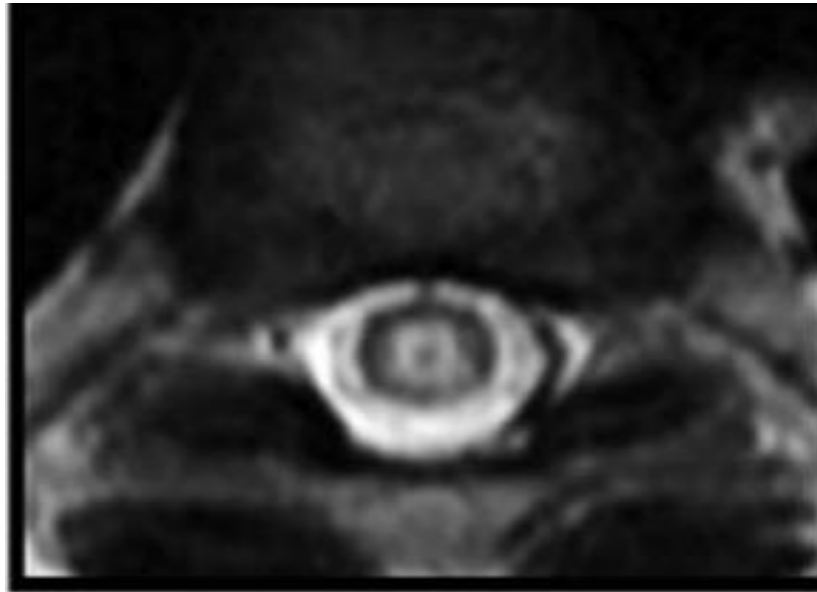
IRM médullaire, coupe axiale, séquence T2, montrant le signe de Bagel [132]
